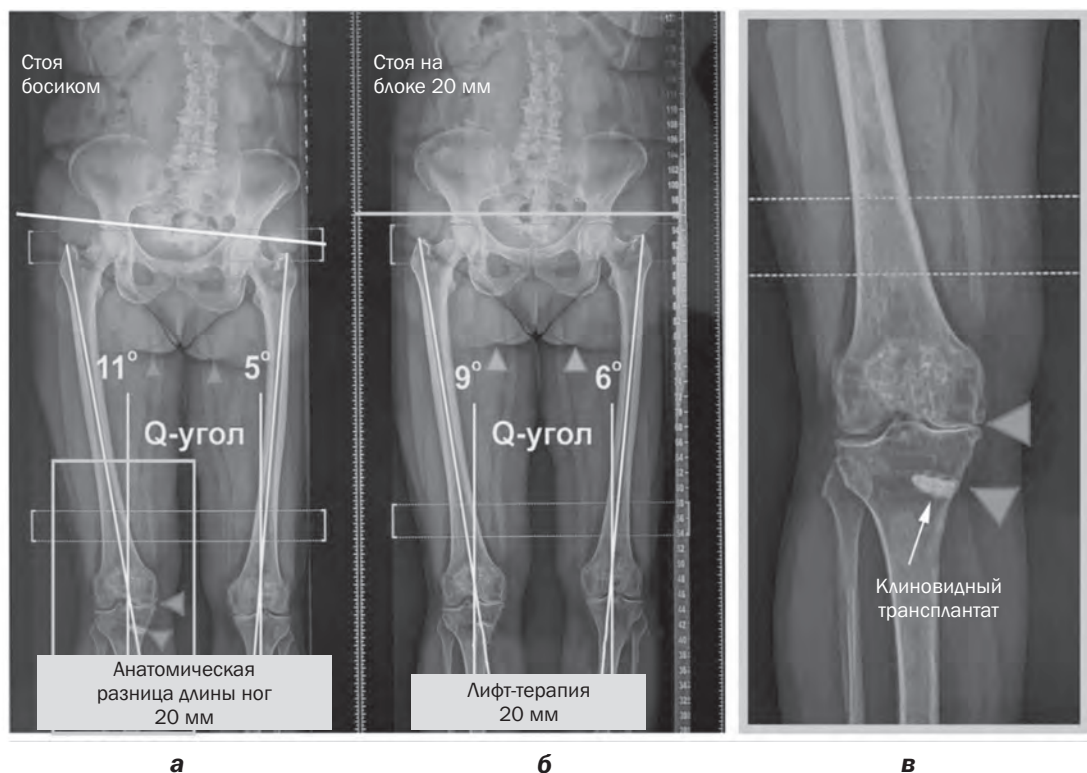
Постуральная рентгенография: оценка степени потенциального выравнивания позиций коленных суставов при лифт-терапии (из собственных наблюдений авторов)
